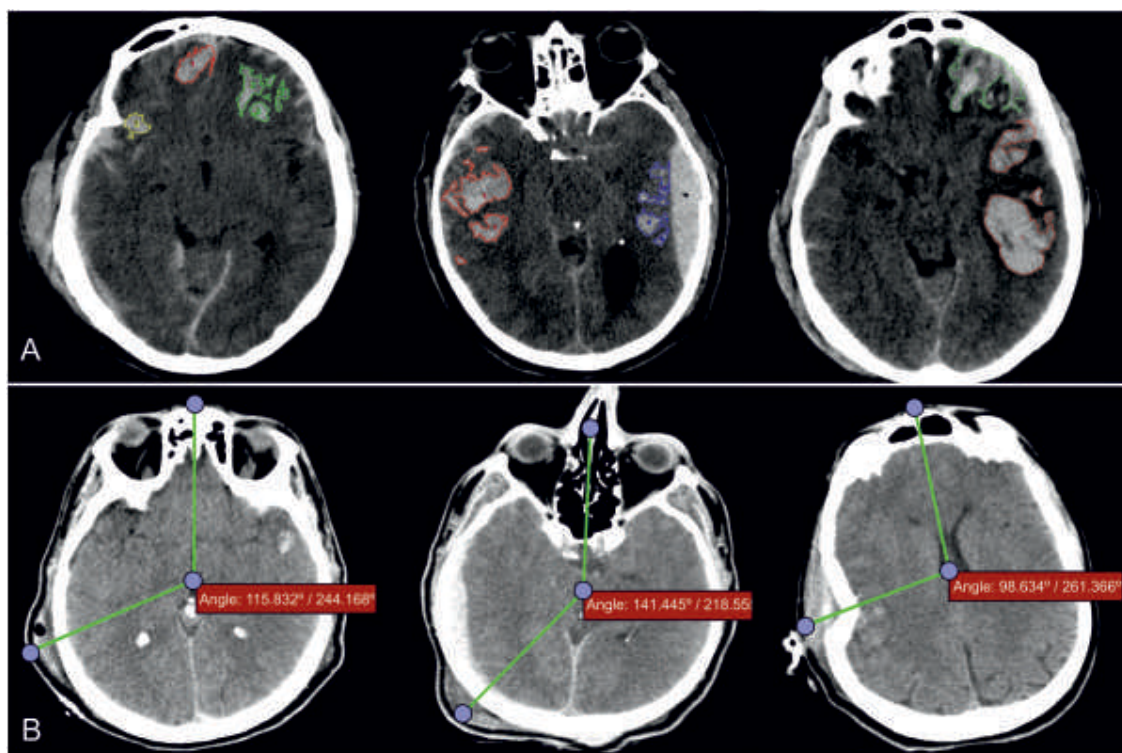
(A) Estimación volumétrica del HICT a través del análisis basado en TC. (B) Identificación del sitio de impacto y localización del HICT utilizando la herramienta de determinación de ángulos.
